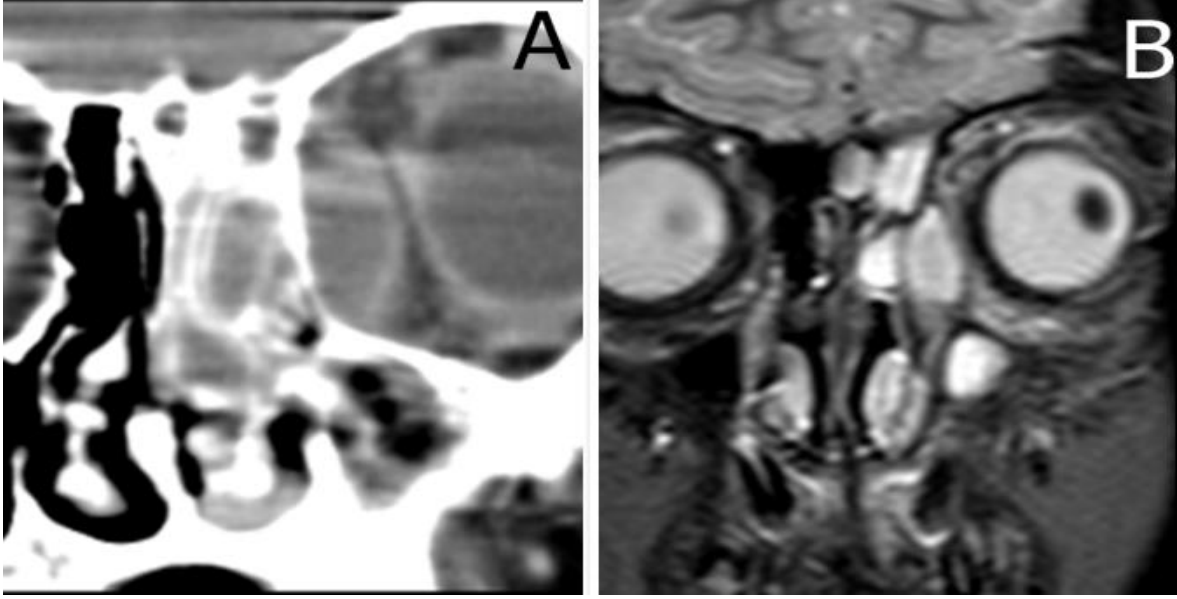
Sağda lamina papyraceada erozyona neden olan frontoetmoid mukosel olgusunun paranazal sinüs MR (A) ve paranazal sinüs BT (B) görüntüsü.
